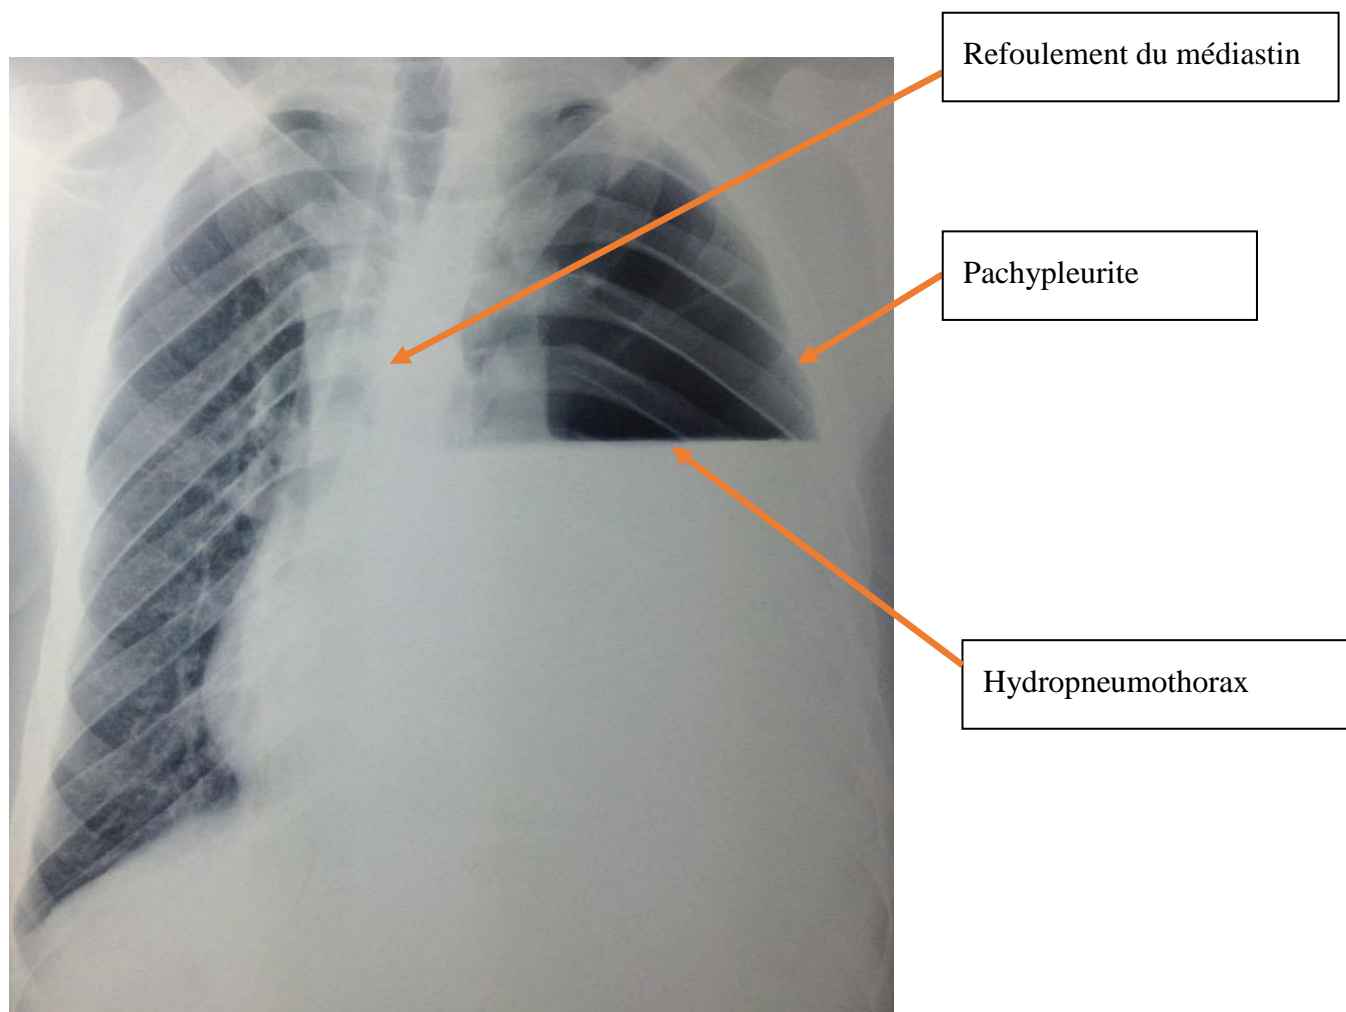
radiographie thoracique de face : aspect d'hydropneumothorax
